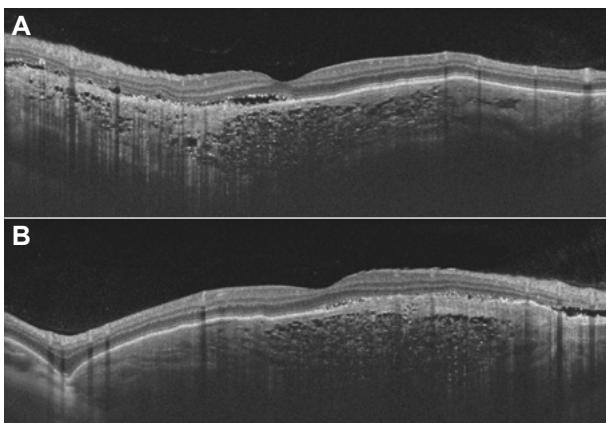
Tomografía de coherencia óptica swept-source del osteoma de la figura 2. A y B. Distintos cortes que muestran una lesión ocupante de espacio en la coroides formada por lamelas horizontales y canales vasculares, condicionando una alteración del epitelio pigmentario de la retina suprayacente y un desprendimiento neurosensorial leve que no precisa tratamiento.
